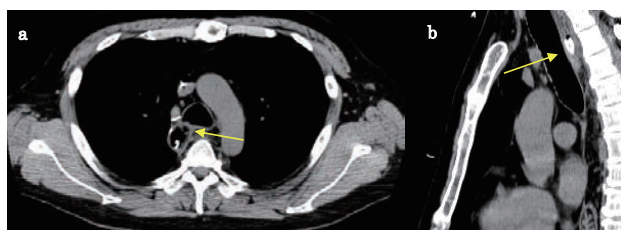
第35病日のCT検査では瘻孔は確認できなかった。a：水平断，b：矢状断
